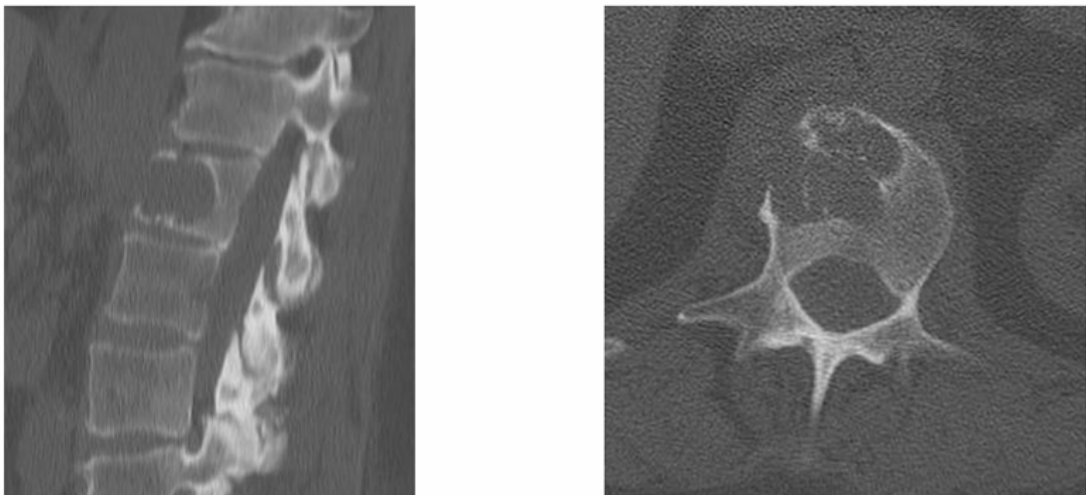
CT-Schichten eines LWK 1-Metastase einer peripheren Neuralscheidentumors
